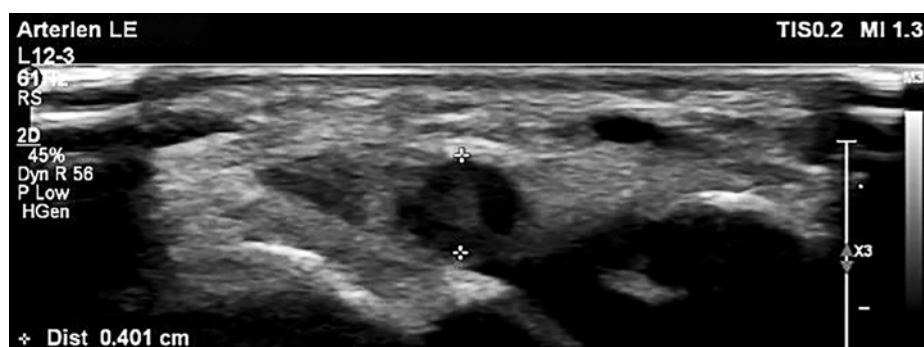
Échographie duplex de la tabatière de la main droite. Visualisation de l'anévrisme de l'artère radiale avec du matériel thrombotique hyperéchogène mixte.
